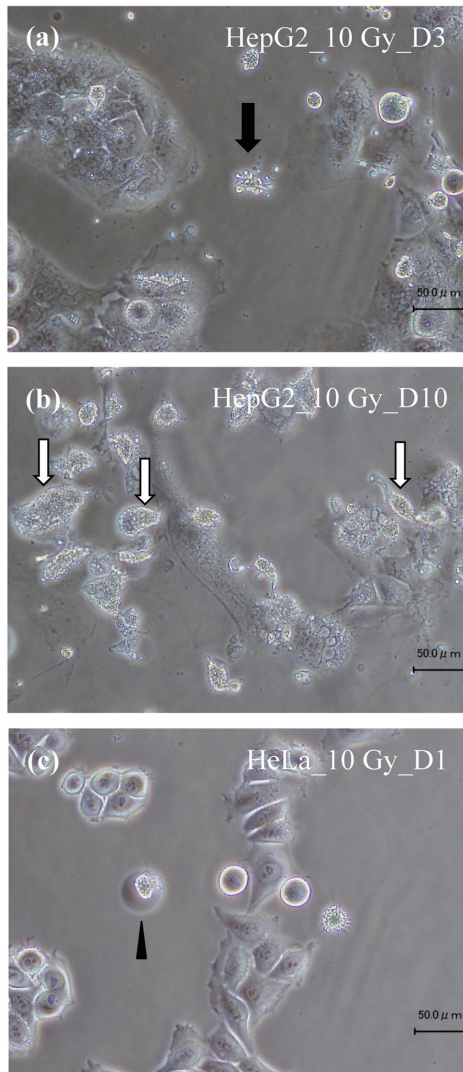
Radiation-induced programmed cell death (PCD) is classified into 3 types. (a) Radiation induced type I PCD; apoptosis. HepG2 cells 3 days after exposure to 10 Gy of X-rays. Dying cell with apoptotic bodies (black arrow). (b) Radiation-induced type II PCD; autophagy. HepG2 cells 10 days after exposure to 10 Gy of X-rays. Dying cells without apoptotic bodies (white arrows). (c) Radiation-induced type III PCD; necroptosis. HeLa cells 1 day after exposure to 10 Gy of X-rays. Dying cell with swelling cytoplasm (arrow head).
